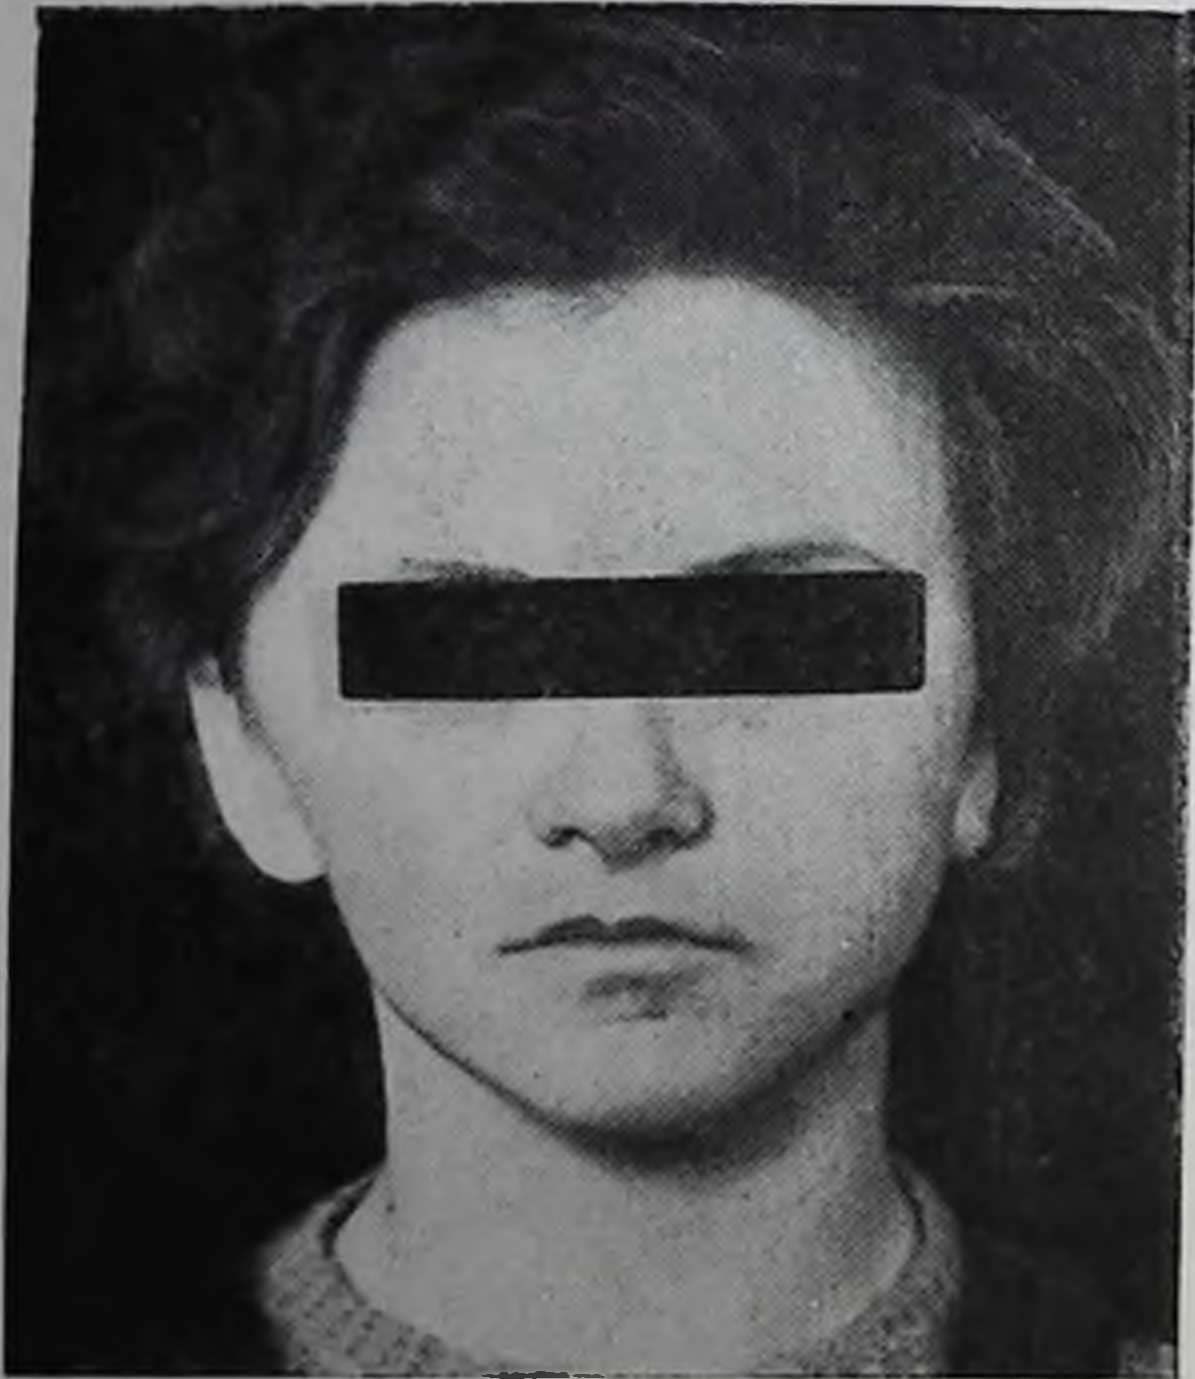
Фотография лица больной М. А., 25 лет (1958 г.). Лечилась дважды по поводу ангиомы в нижней половине правой щеки (в 1932 и в 1934 гг. облучением рентгеновыми лучами. Доза 700 р). Резкая асимметрия лица за счет недоразвития правой ее половины
